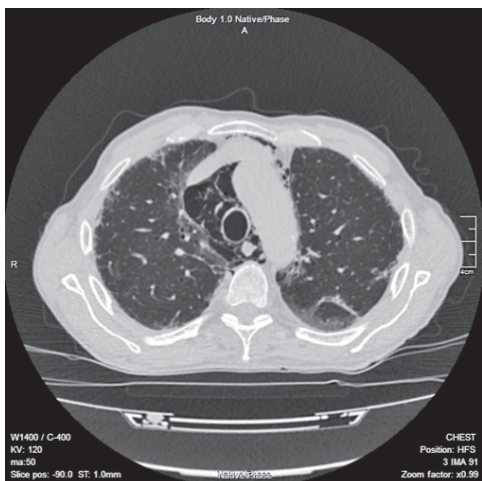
Аксіальний зріз КТ ОГК хворого К. через 2 місяці від попереднього дослідження. Спостерігаються зменшення розмірів ділянок «матового скла» та явища пневмомедіастинуму
